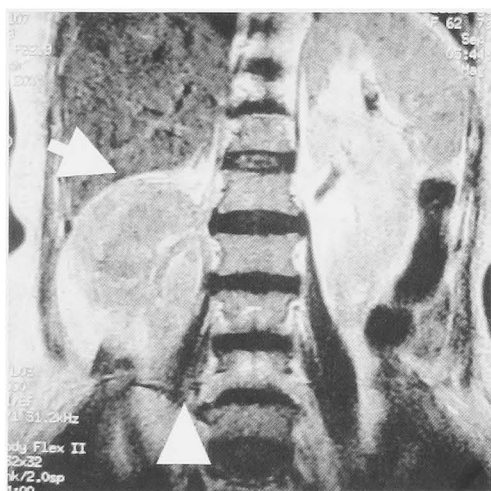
MRI (T2W, coronal section) shows an inhomogenous mass in the retroperitoneal space (arrow) and right psoas muscle (arrowhead).
